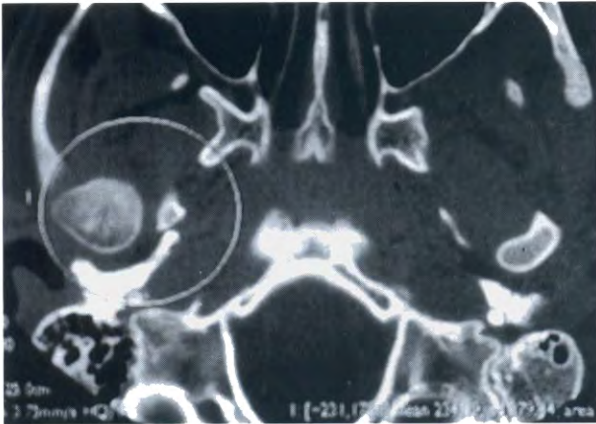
TAC, corte axial: grande aumento de volume do côndilo direito comparativamente ao esquerdo.
